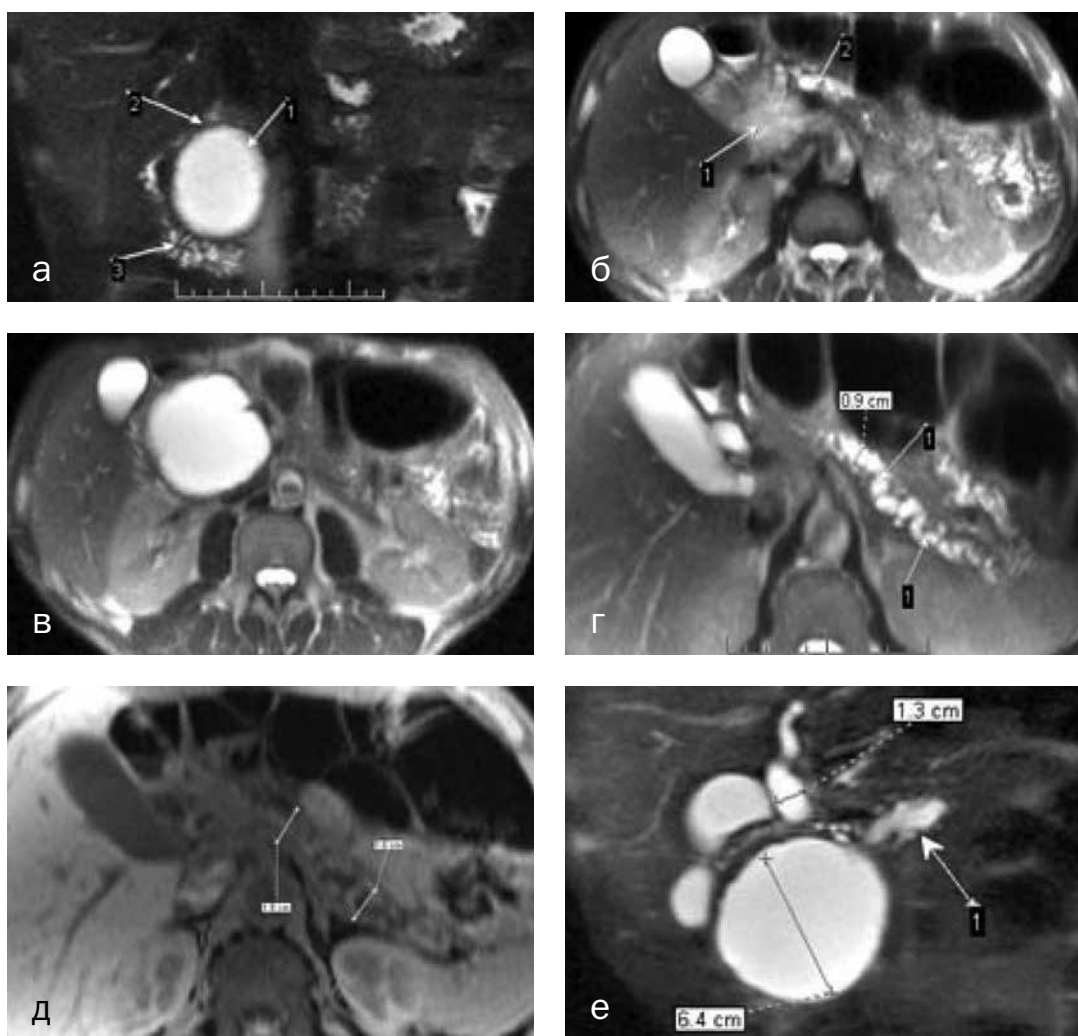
МРТ пациента П., 40 лет, с приступом острого панкреатита в анамнезе: а — Т2-ВИ в корональной плоскости, 1 — псевдокиста головки ПЖ со сформировавшейся стенкой, 2 — I порция двенадцатиперстной кишки, 3 — нижнее колено двенадцатиперстной кишки; б, в, г — Т2-ВИ в аксиальной плоскости на разных уровнях, псевдокиста занимает всю головку ПЖ и компримирует ГПП на этом уровне, ГПП в области тела и хвоста расширен до 0,9 см, извитой, боковые протоки кистозно расширены, деформированы; д — Т1-ВИ FS в аксиальной плоскости, при нормальном переднезаднем размере паренхима тела и хвоста ПЖ атрофирована, ее объем снижен; е — МР-холангиография, 1 — расширенный ГПП выше места обструкции, псевдокиста больших размеров (6,4 см) деформирует двенадцатиперстную кишку, сдавливает ее I порцию, общий желчный проток расширен до 1,3 см, его панкреатический отдел не визуализируется.
